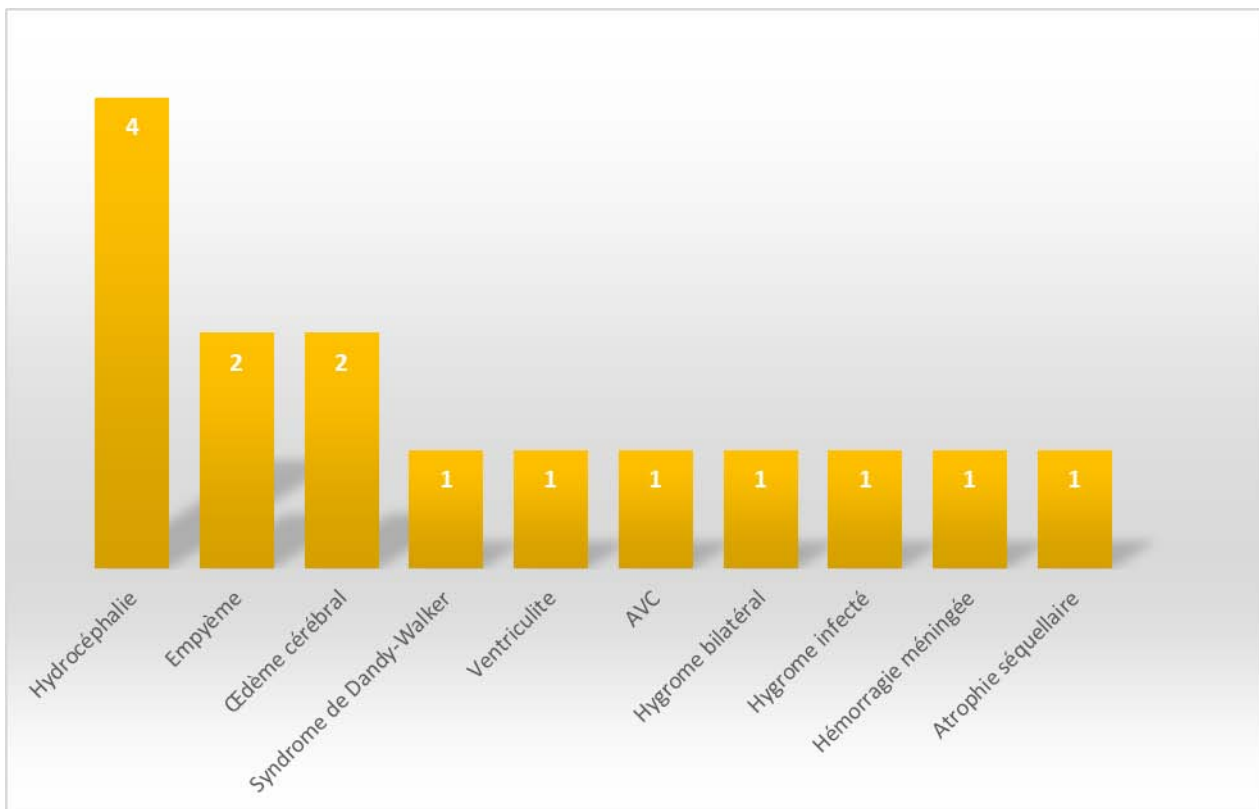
Complications diagnostiquées à la TDM/IRM chez nos patients.
